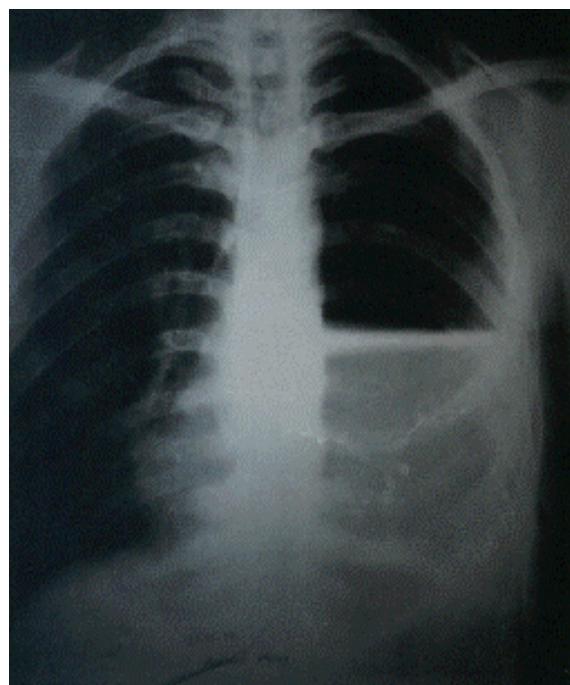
PA akciğer grafisinde mediastinal kitle izlenmektedir.
